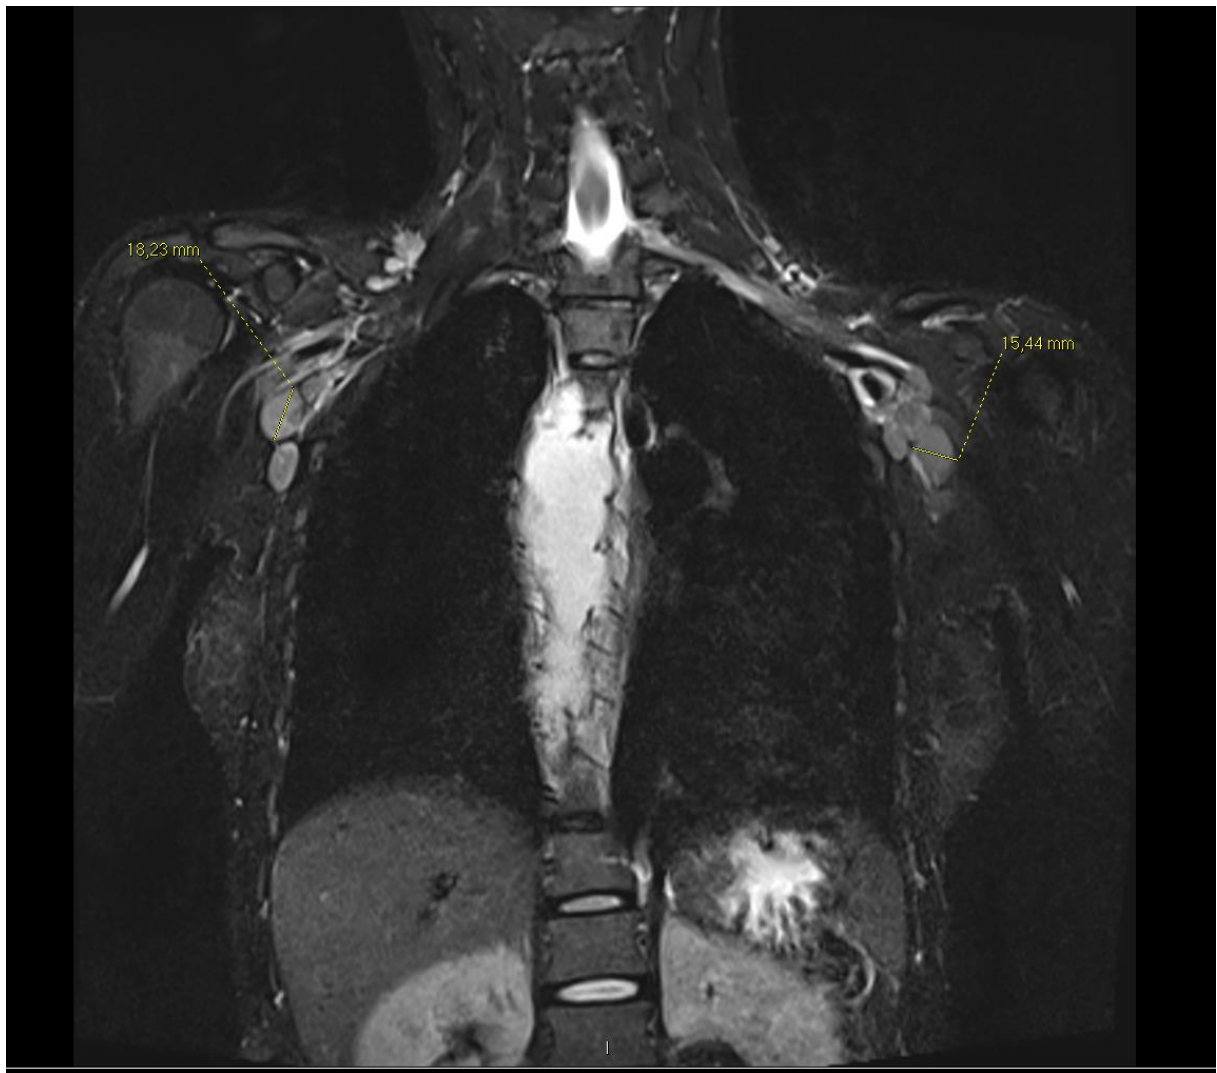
IRM thoracique en séquence T2 avec injection de gadolinium, coupe frontale. Les flèches mesurent les adénopathies les plus volumineuses dans leurs plus grands axes.
